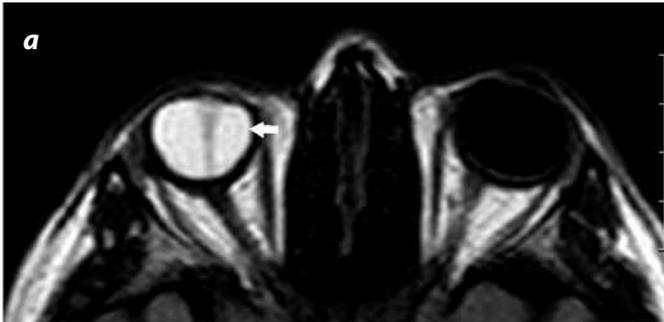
Imágenes con información en potenciada en T2-FLAIR. a) Plano axial donde se observa la disminución del tamaño y alta intensidad ocular (flecha blanca). b) Plano coronal, que evidencia un tejido de localización central, retrolentar que corresponde a persistencia del vítreo primario hiperplásico (flecha blanca).
